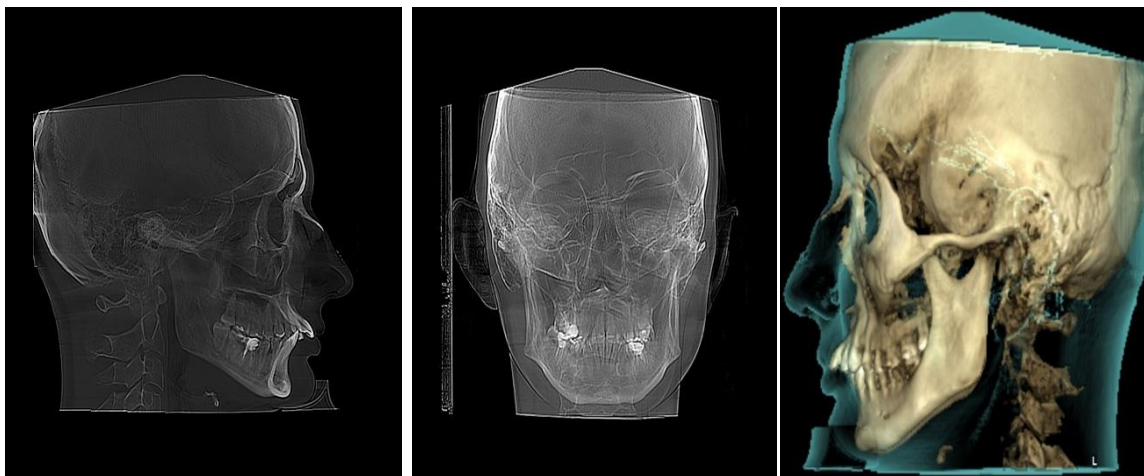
б. Пацієнт Е. 25 років. Телерентгенографія (пряма та бокова проєкції) виведені із КПКТ об'ємом 180x200 у програмному забезпеченні Planmeca Romexis viewer.
